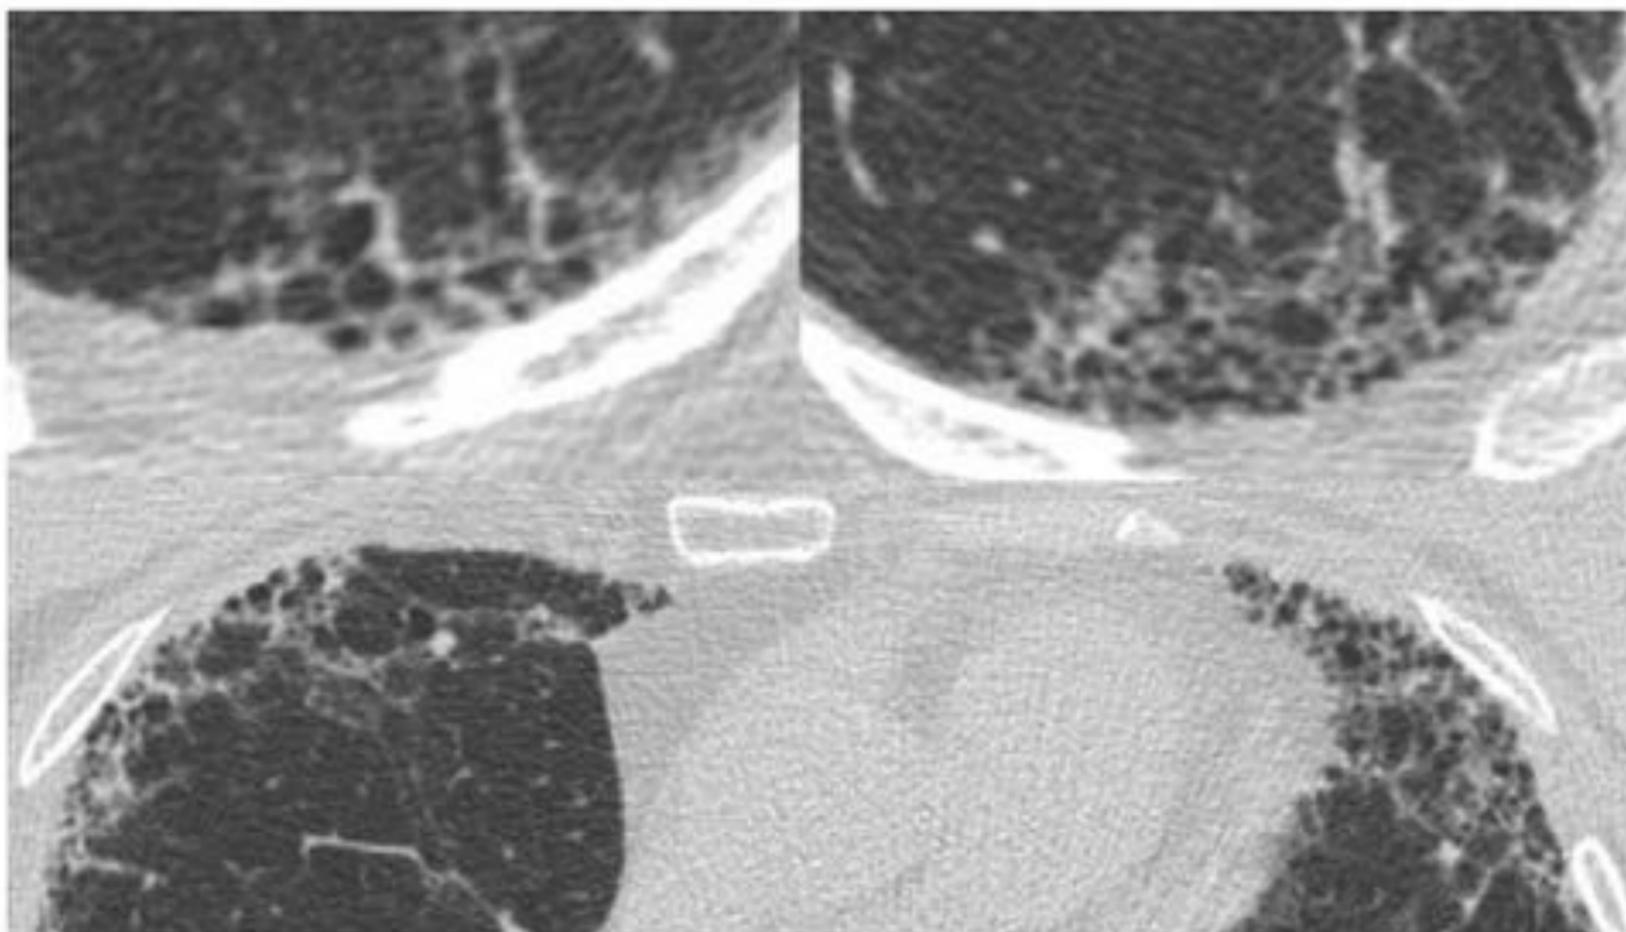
Cortes axiales de TC de paciente varón de 67 años con signos de afectación intersticial difusa, patrón NIU definitivo. Se identifican signos de panalización: quistes aéreos agrupados que muestran diámetros similares entre si (3-10 mm), de paredes bien definidas y localización subpleural.
